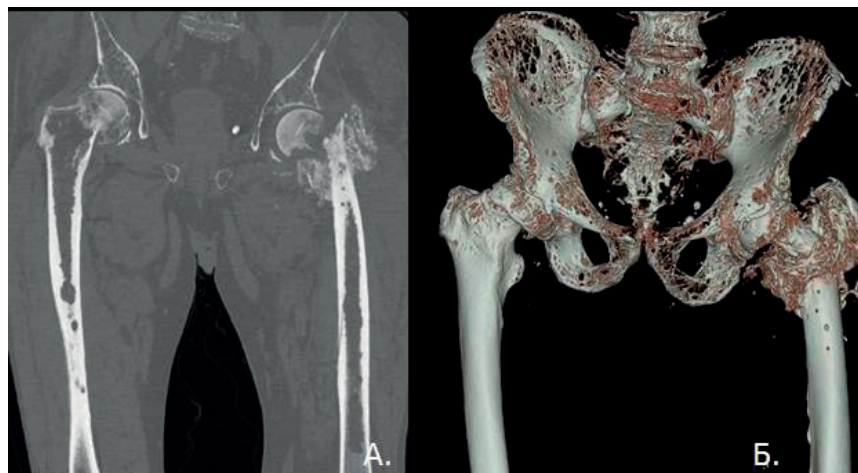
Компьютерные томограммы области тазобедренных суставов в коронарной плоскости (А) и 3D-реконструкция (Б.): диффузный остеопороз, патологический перелом левой бедренной кости.
